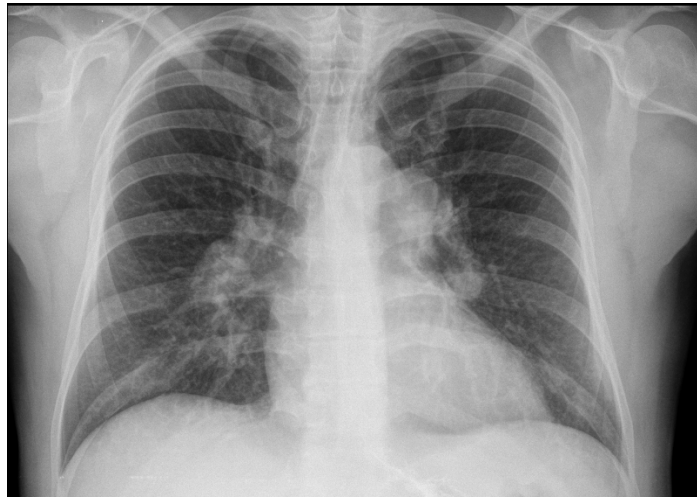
Рентгенограмма органов грудной клетки с контрастированным пищеводом 26.02.2019
